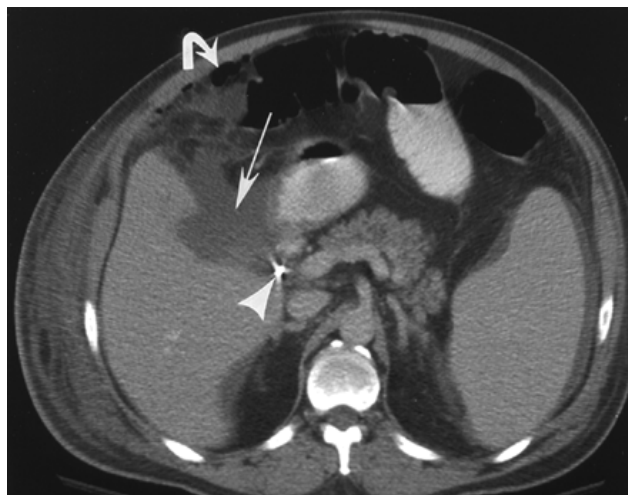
La flecha muestra la presencia bilis en el espacio sub hepático. Tomado del *Am. J. Roentgenol.* Kapoor et al. 182 (2): 451.
